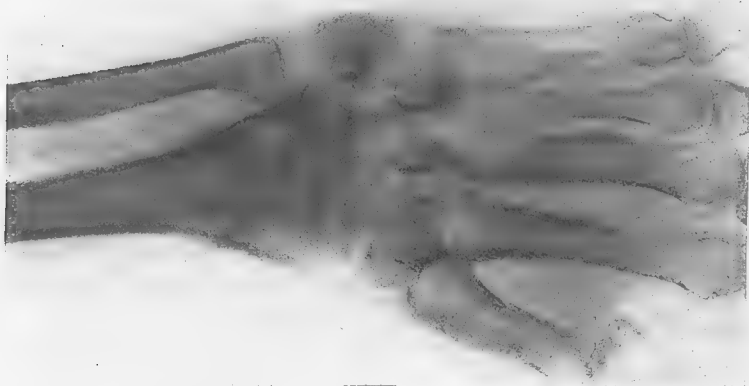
Radiographie du poignet : raréfaction du tissu des os du carpe, des premières phalanges, des extrémités inférieures du radius et du cubitus. Ankyloses diverses (voir le texte).
